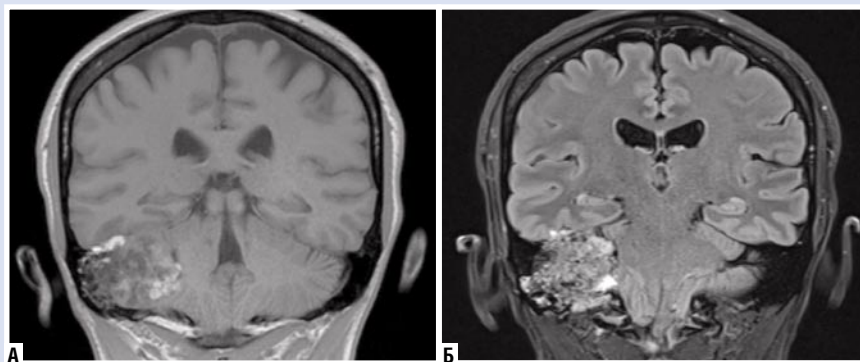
МРТ головного мозга. T1- и T2-взвешенные изображения во фронтальной проекции.
